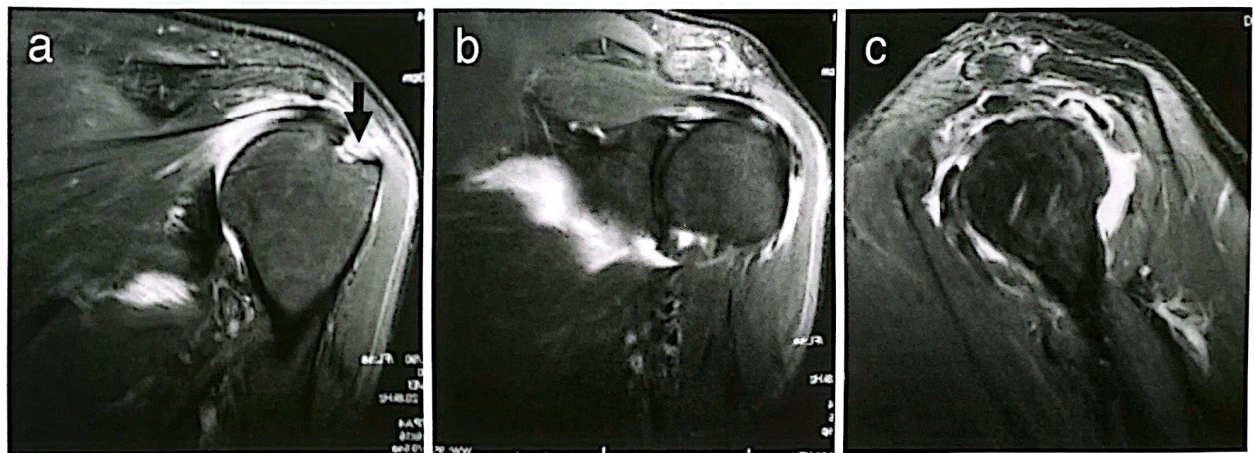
Arthro-IRM: (a, b) incidences coronales (c) incidence sagittale. Rupture distale du sus-épineux (flèche) avec clivage du sous-épineux, chez une patiente âgée de 52 ans, institutrice
